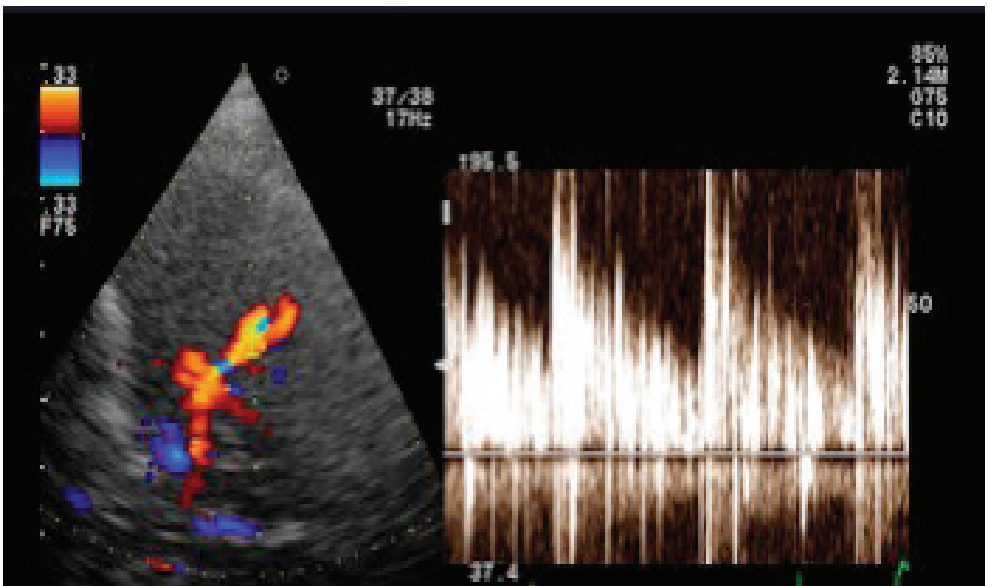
Doppler transcranico con test alle microbolle. Passaggio di numerose microbolle (>20 MES) indicativo di shunt severo.
